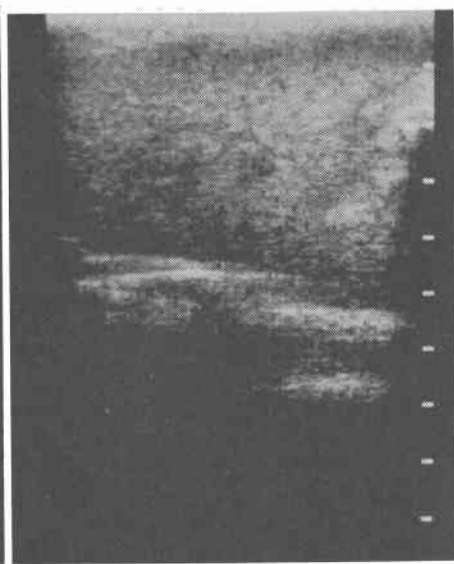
非硬変肝家兎における高エコー型の VX<sub>2</sub>移植肝癌の超音波像 (正中より左 3cm の縦断走査, T: 腫瘍)
